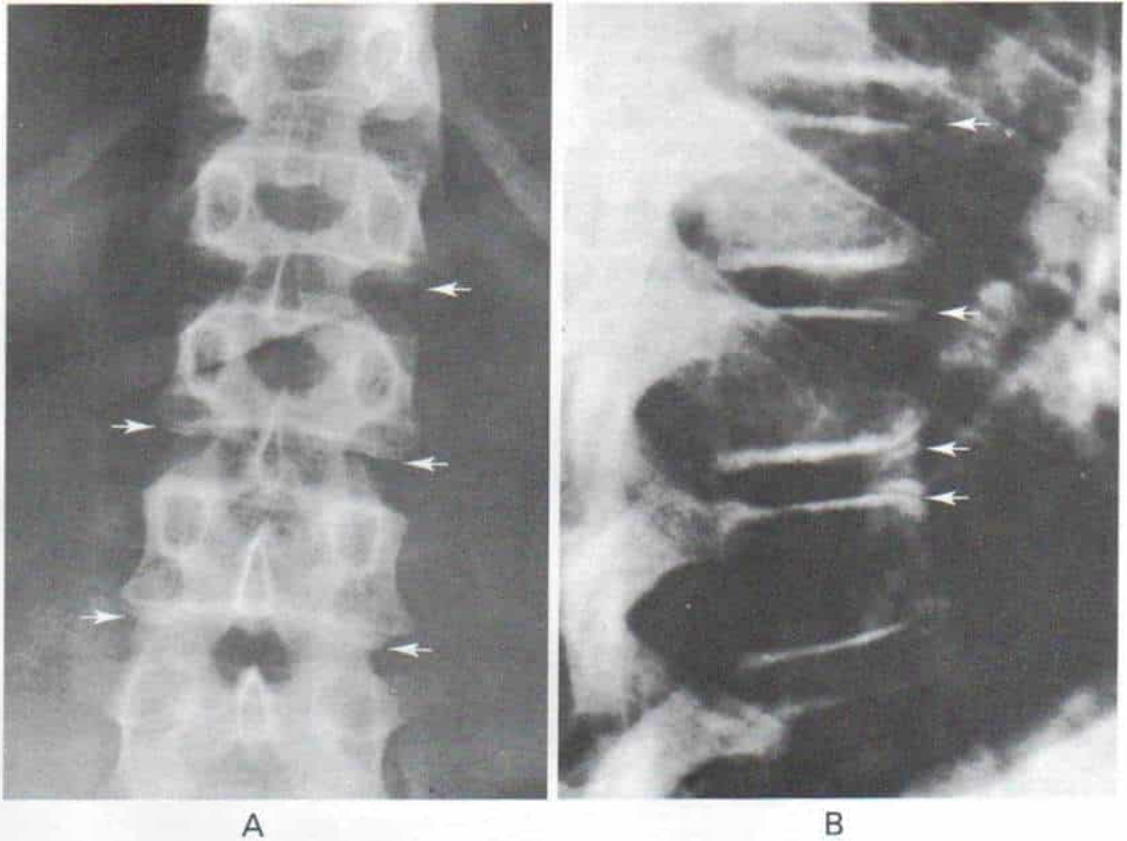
Osificación de la apófisis anular, como se muestra en la radiografía anteroposterior y lateral de la columna.
